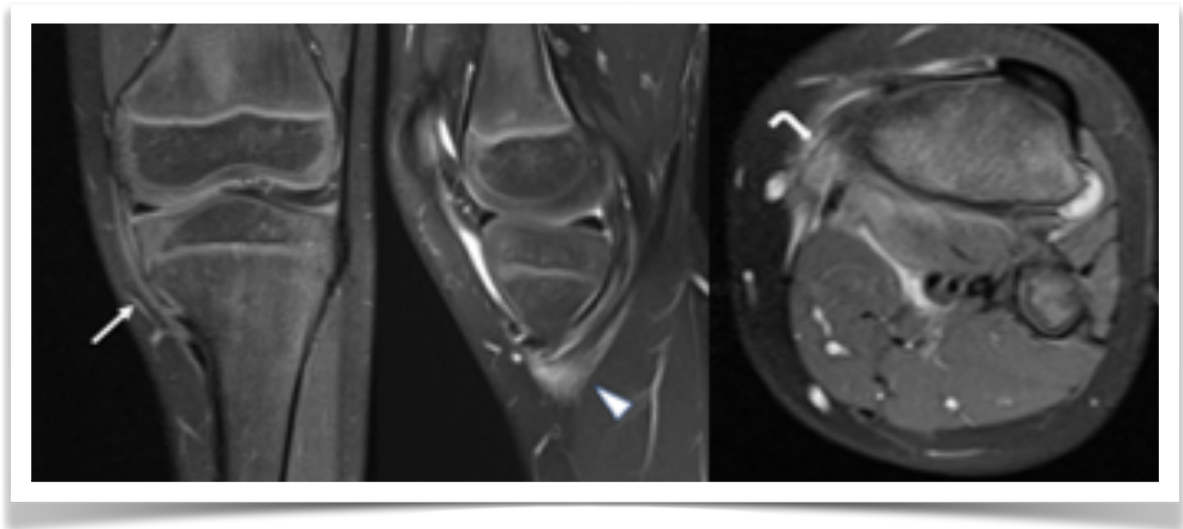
Tendinitis de la pata de ganso: En RM engrosamiento de los tendones sartorio, grácilis y semitendinoso (flecha recta) en su extremo distal y zona de inserción (cabeza de flecha) asociado a edema en bursa anserina (flecha curva).
